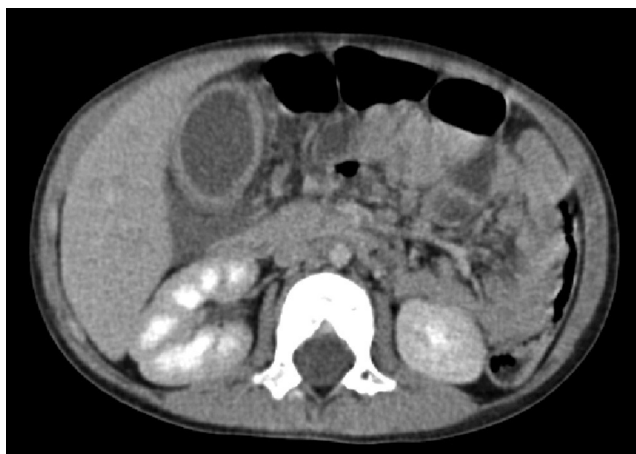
TC helicoidal multicorte con contraste por vía intravenosa. Importante engrosamiento de la pared vesicular y edema perivesicular, aumento de densidad y líquido en la grasa mesentérica posterior.
